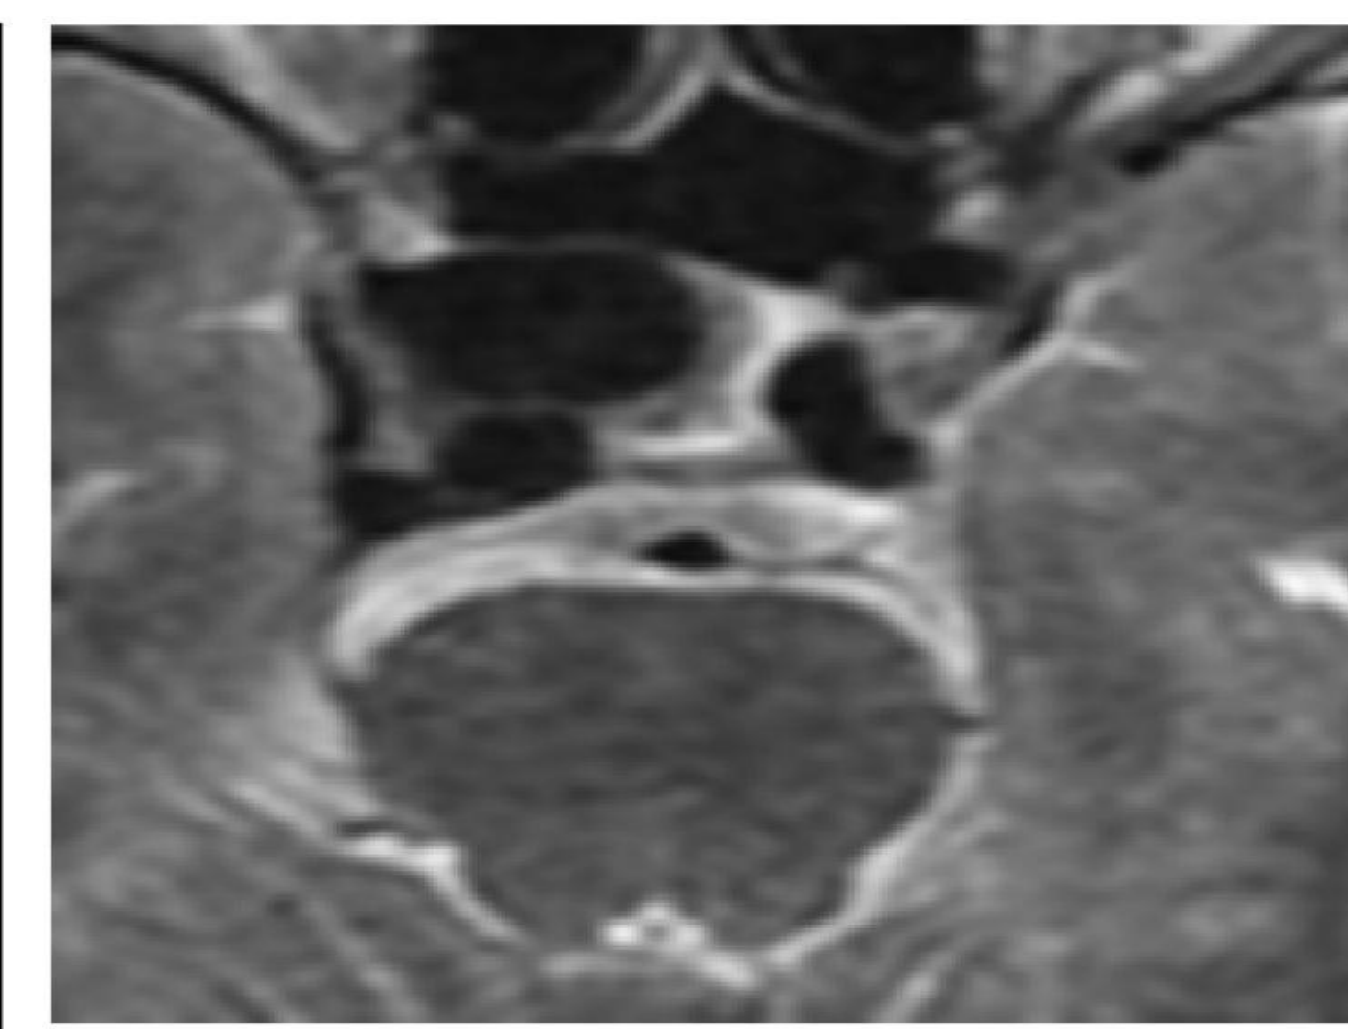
(coupe coronale) IRM hypothalamo-hypophysaire objectivant la formation intra et latéro sellaire droite
